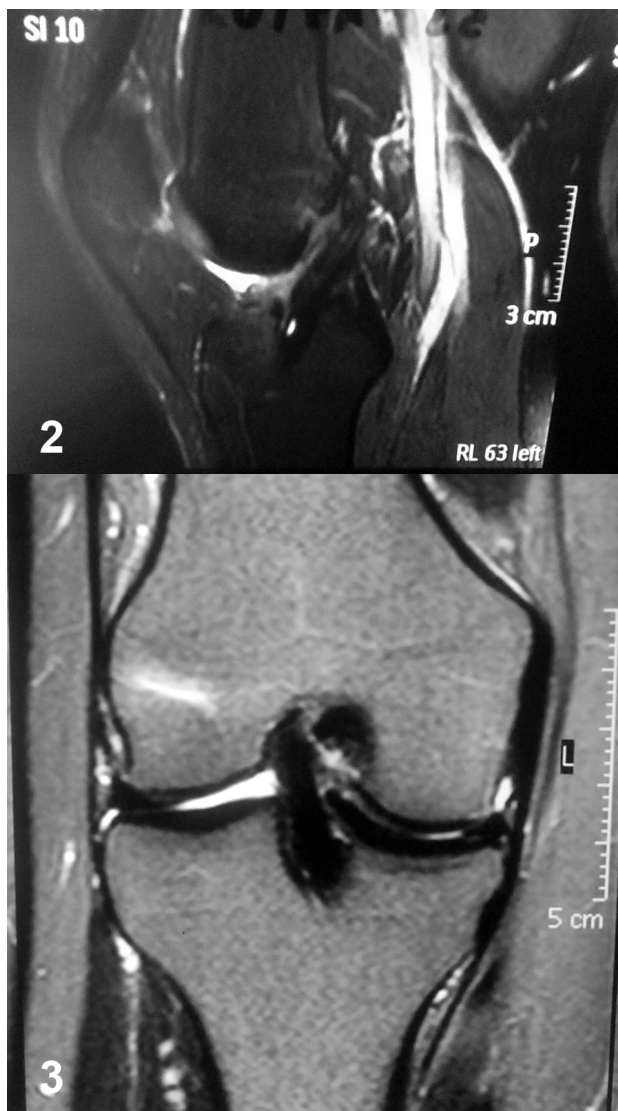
RMN de aloinjerto.
